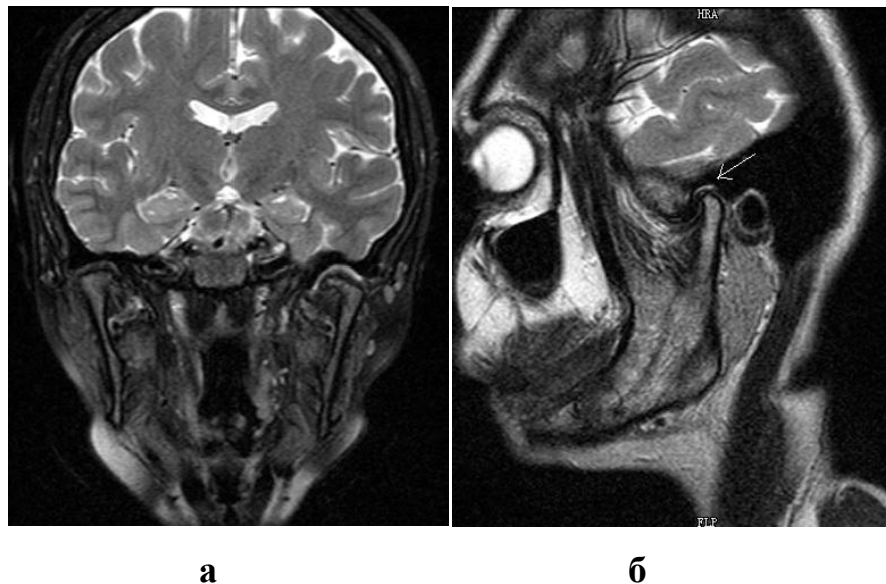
МРТ ВНЧС в коронарной (а) и косо-сагитальной (б) проекциях: избыточная жидкость в полости левого сустава.
